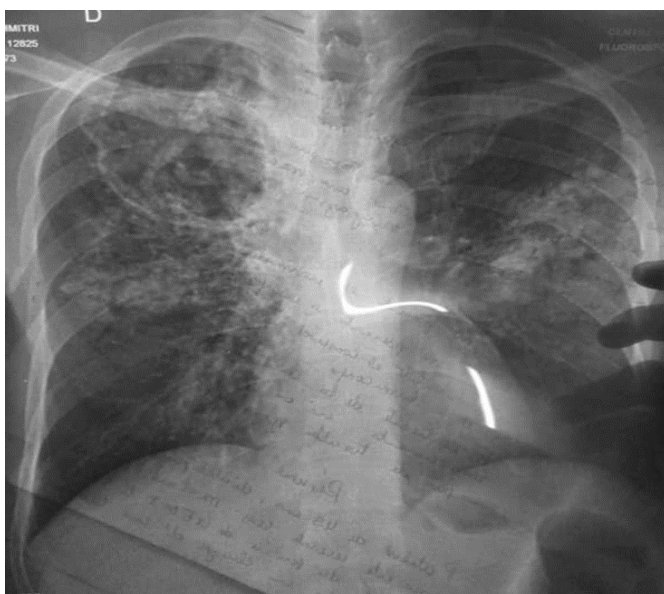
Radiographie du thorax d'un patient tuberculeux diabétique de type 2
